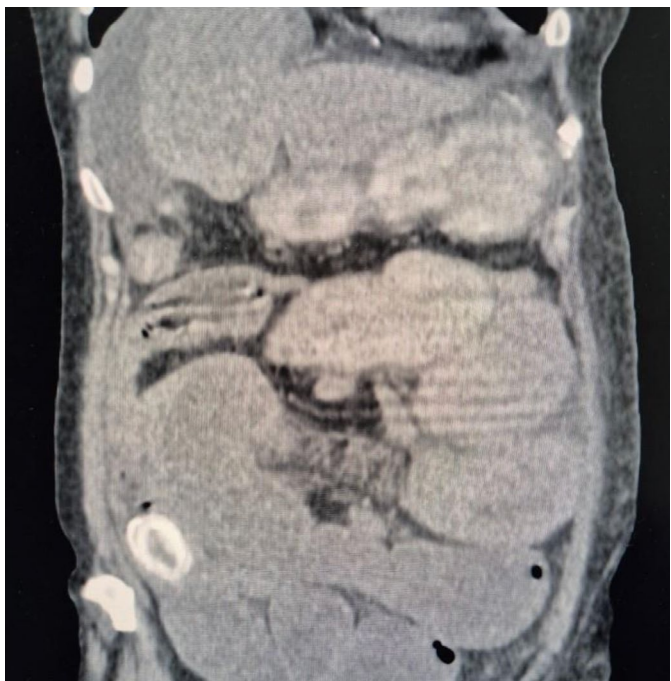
TAC DE ABDOMEN CON CONTRASTE ORAL CON DATOS DE OCLUSIÓN INTESTINAL E IMAGEN HIPERDENSE OVOIDEA QUE CORRESPONDE A LITO BILIAR IMPACTADO
